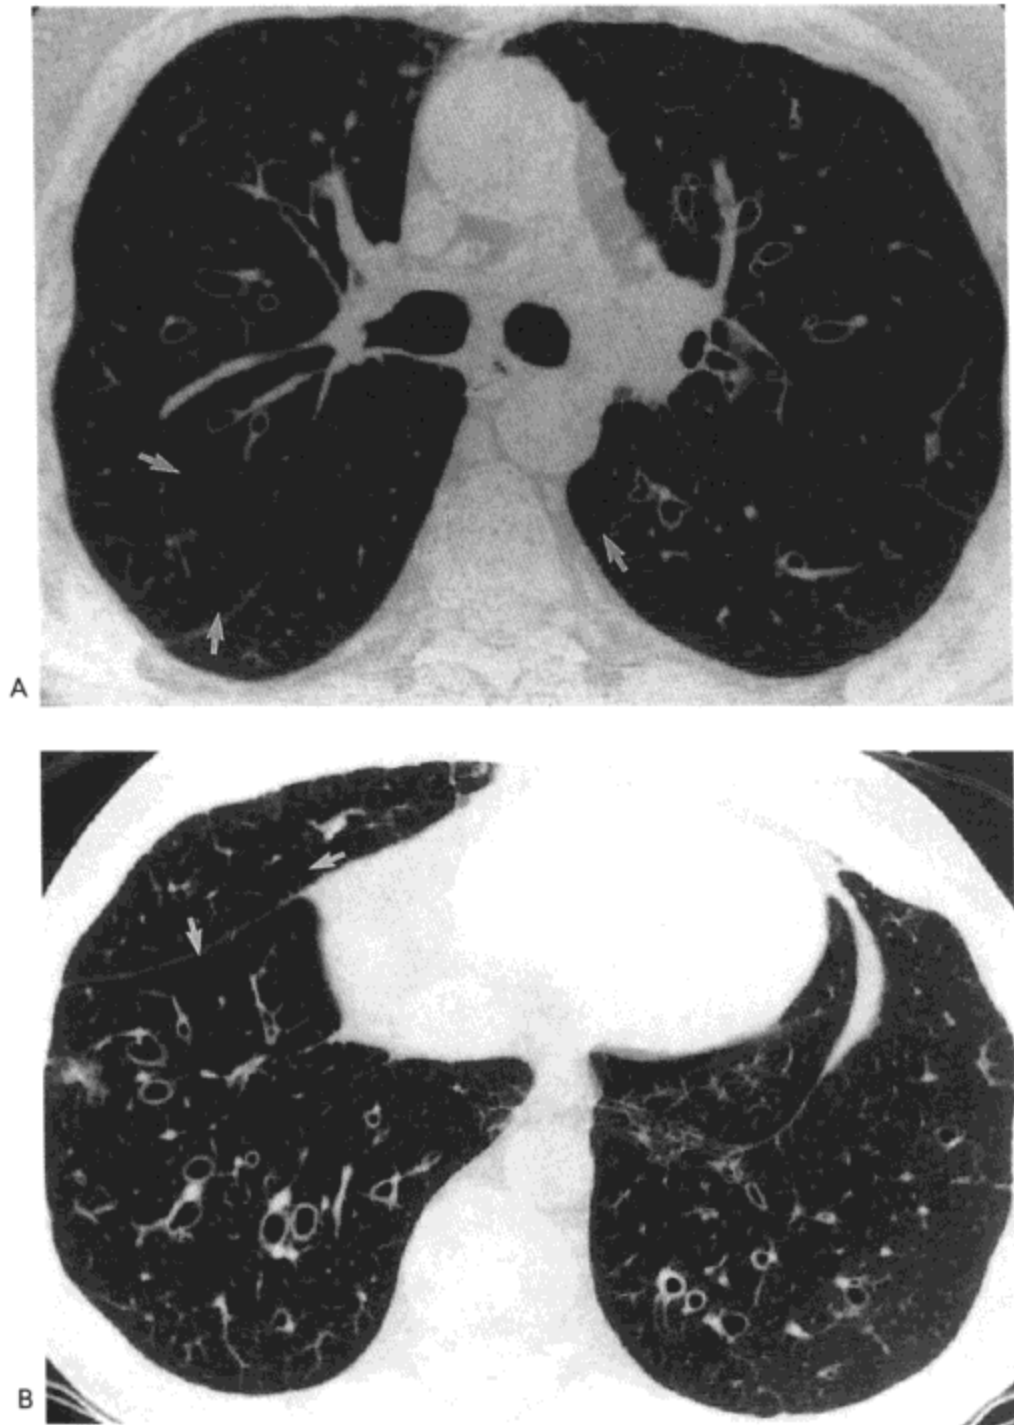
闭塞性细支气管炎。主支气管水平 (A) 与肺底部水平 (B) 的高分辨率 CT 影像示支气管扩张与低密度及少血管区。病人男, 48 岁, 双肺移植术后。
